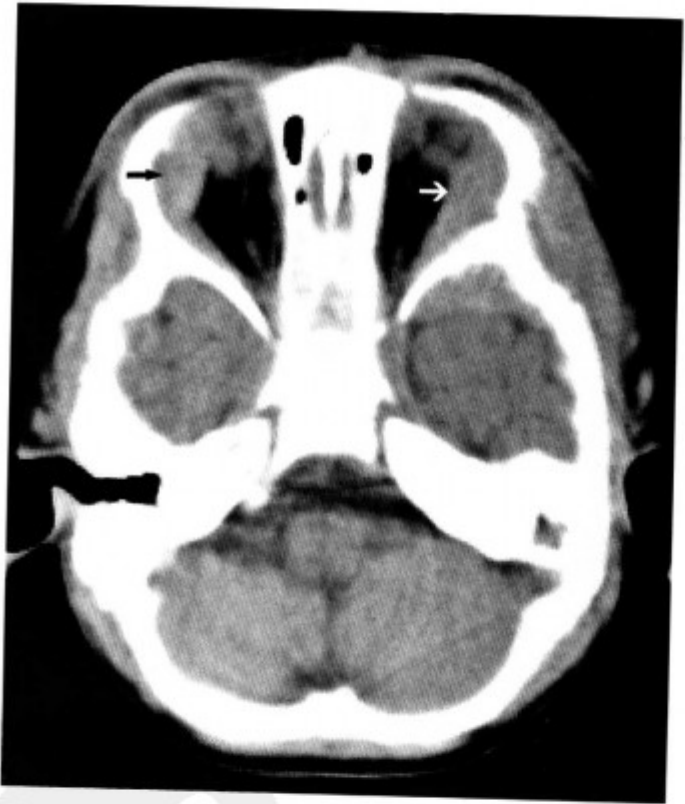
神经母细胞瘤转移双眶、颅底、脑膜 (CT 示双侧眶外侧肿物 (箭头), 侵犯外直肌, 同上病例)
